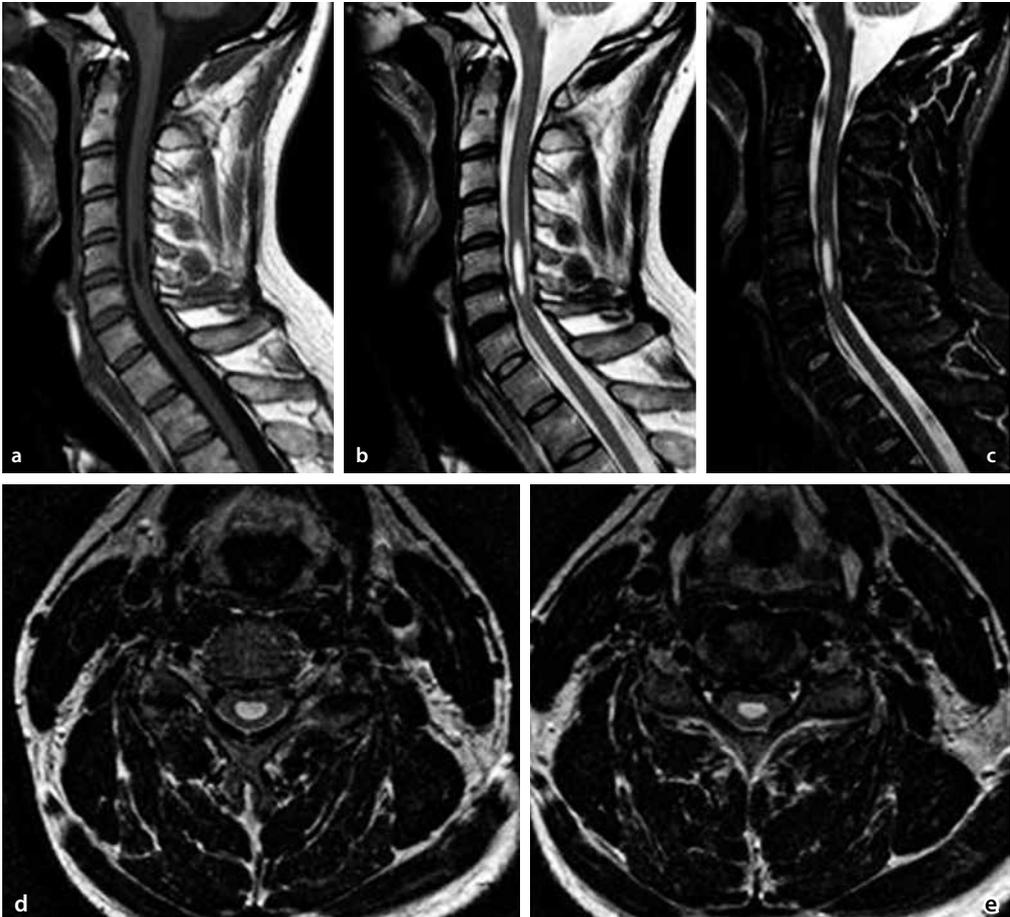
RM cervical en secuencias T1 (a), T2 (b) y STIR en plano sagital (c) y T2 en plano axial (d-e) que muestran una cavidad siringomiélica de C4 a C6.
